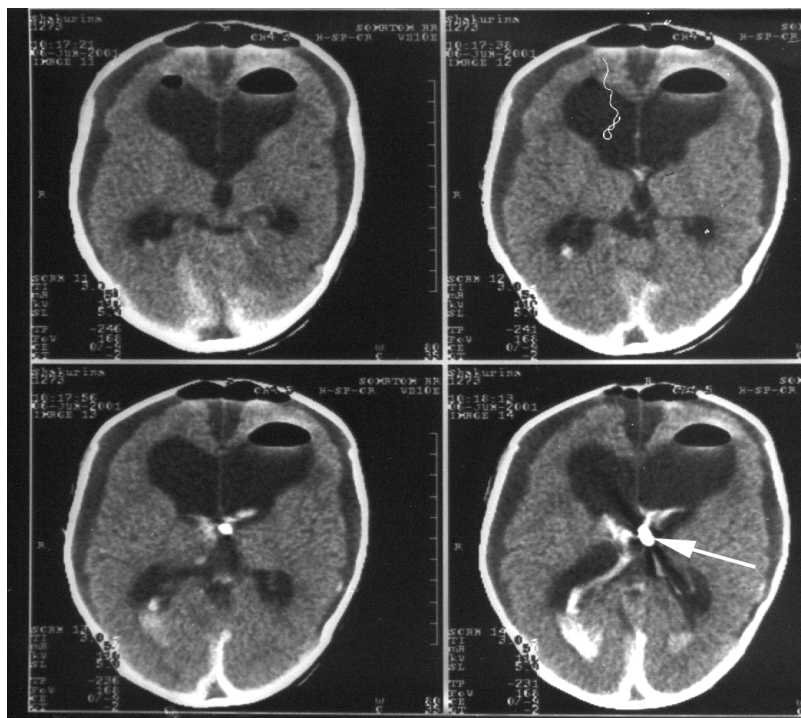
б) КТ больная Ш, 4 мес., спустя 5 суток после эндоскопического удаления опухоли. Отмечается уменьшение желудочков в размере, отсутствие опухоли. Стрелкой указан клипс на питающей сосудистой ножке опухоли.
